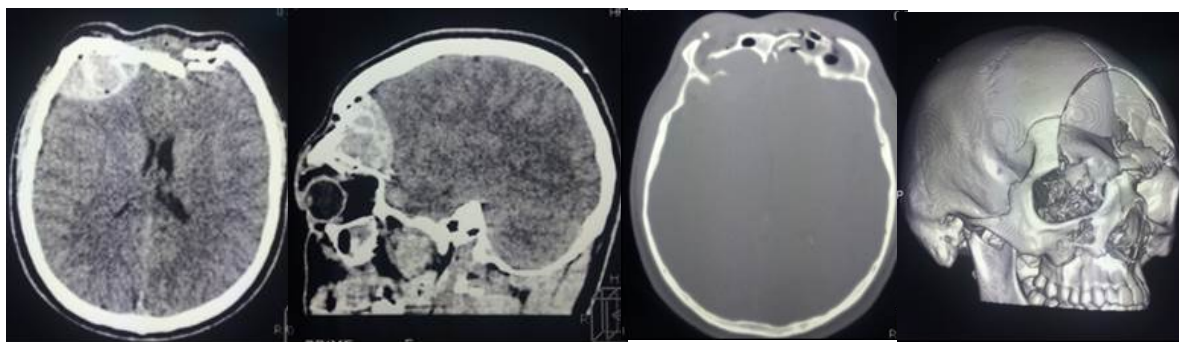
КТ головного мозга пациента К. Визуализируется эпидуральная гематома и вдавленный перелом лобной кости с переходом на основание черепа (перелом по Escher I, Sakas IV)
